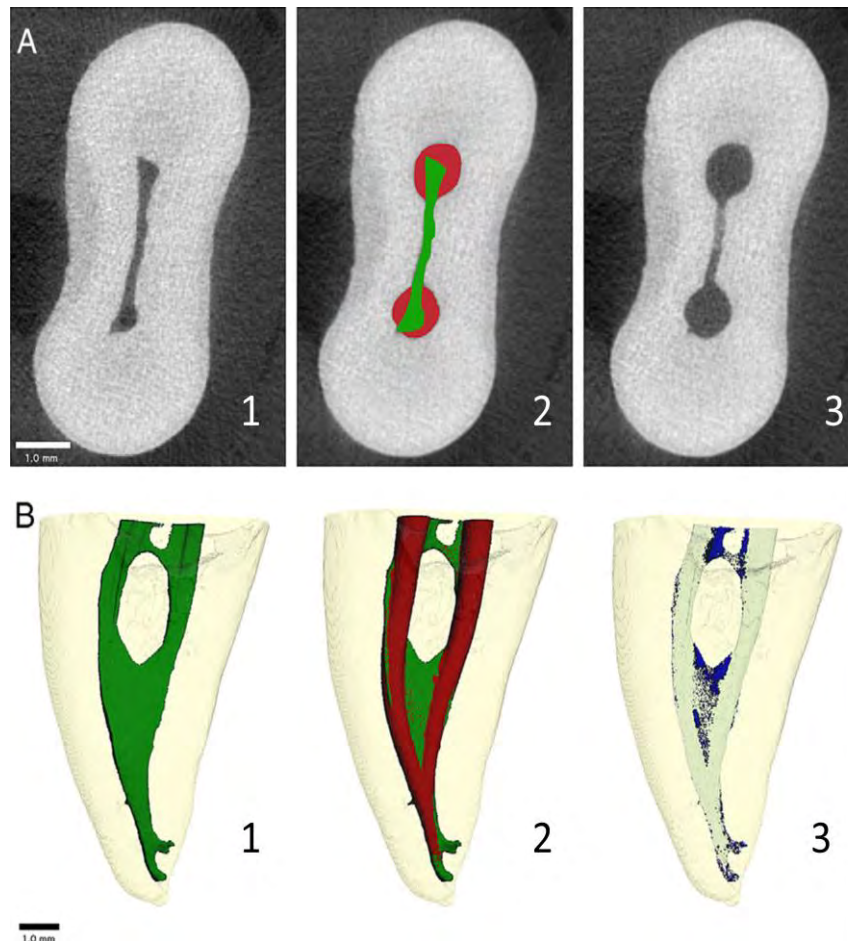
Analyses micro-CT d'une racine mésiale d'une molaire mandibulaire mise en forme avec ProTaper et irriguée avec du NaOCl. (A) coupes transversales. 1 : préopératoire, 3 : postopératoire et 2 : superposition des 2 images - en vert l'anatomie initiale et en rouge l'anatomie modifiée après la préparation.
